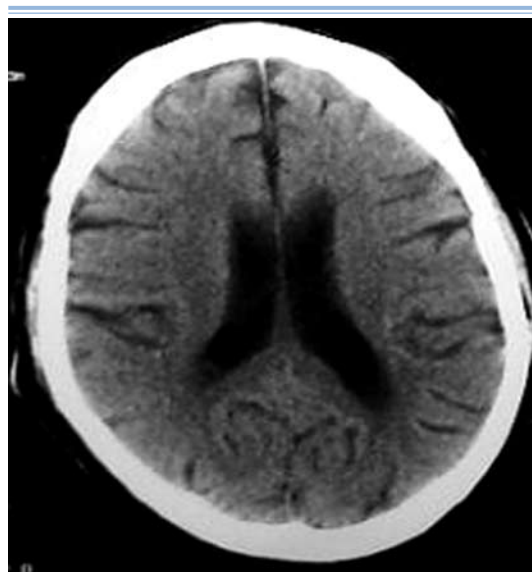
Tomografía axial computada del encéfalo (TAC). Paciente de 40 años con HIV- SIDA. Aumento de tamaño ventricular y Abiotrofia.
